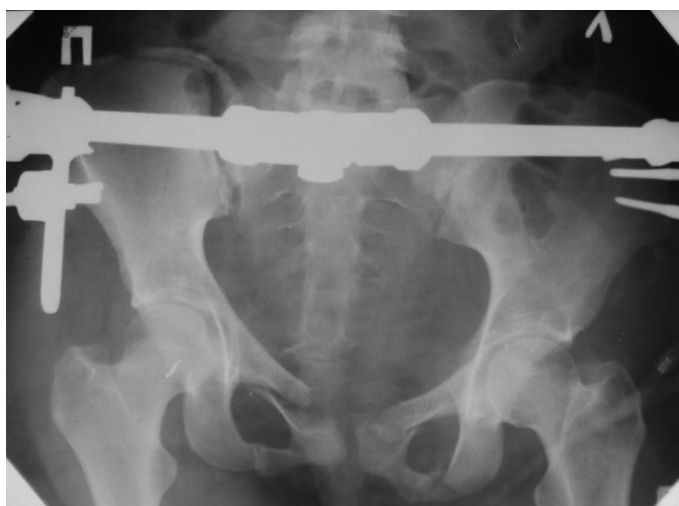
Рентгенограмма той же больной после проведения стабилизации таза: сохраняется неудовлетворительное стояние отломков
